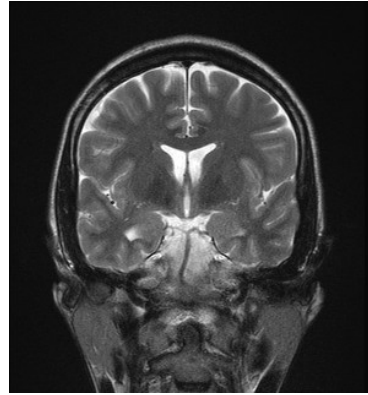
Hyperintensitäten des linken Hippocampus, MRT (T2).
